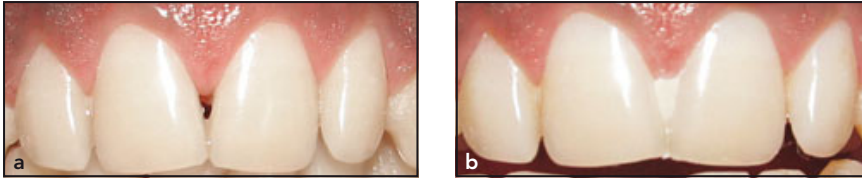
(a) Zentrale Papille zwischen den oberen zentralen Schneidezähnen. (b) Röntgendichte provisorische Restauration im Bereich der Rezession der zentralen Papille.
